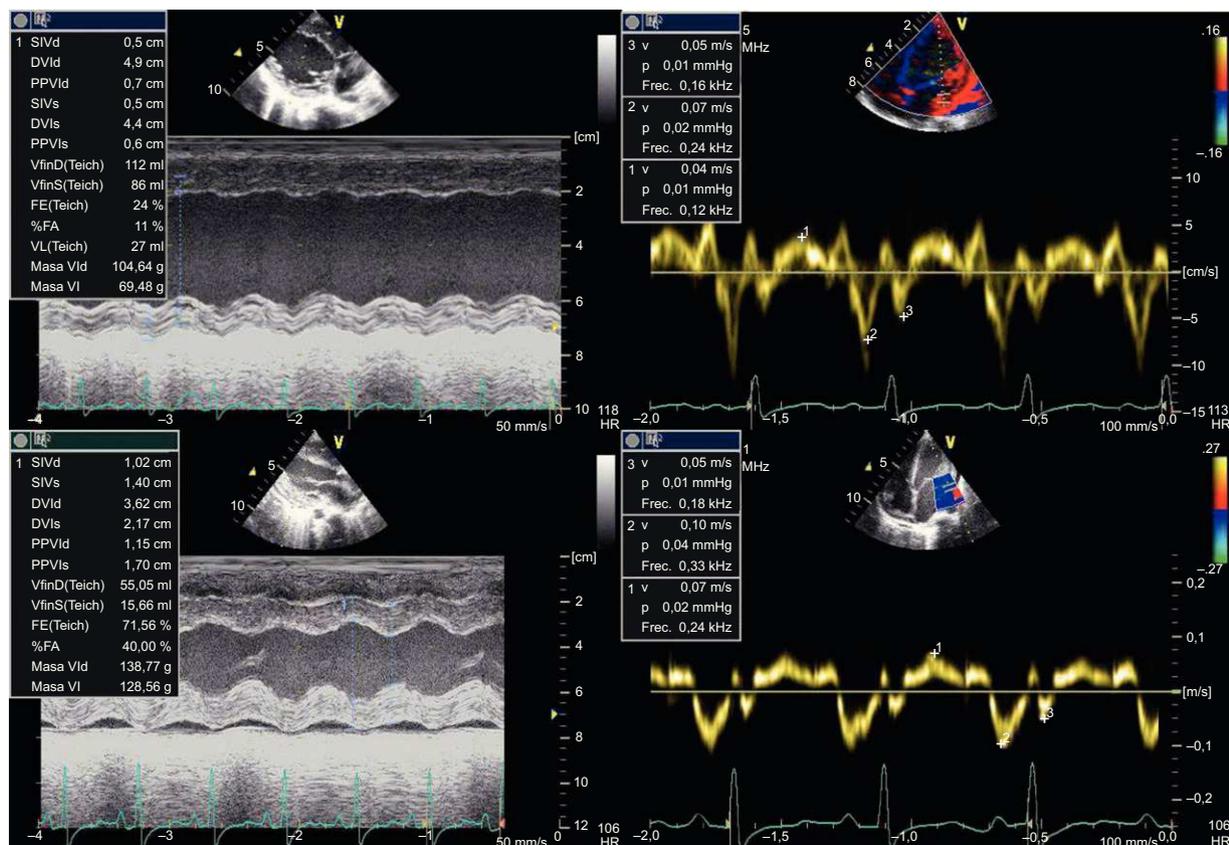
Las imágenes superiores muestran la función ventricular previa al trasplante tanto por modo M (izquierda) como por Doppler tisular (derecha). Asimismo las imágenes inferiores muestran la recuperación de la función ventricular a los 18 meses del trasplante hepatorenal.
